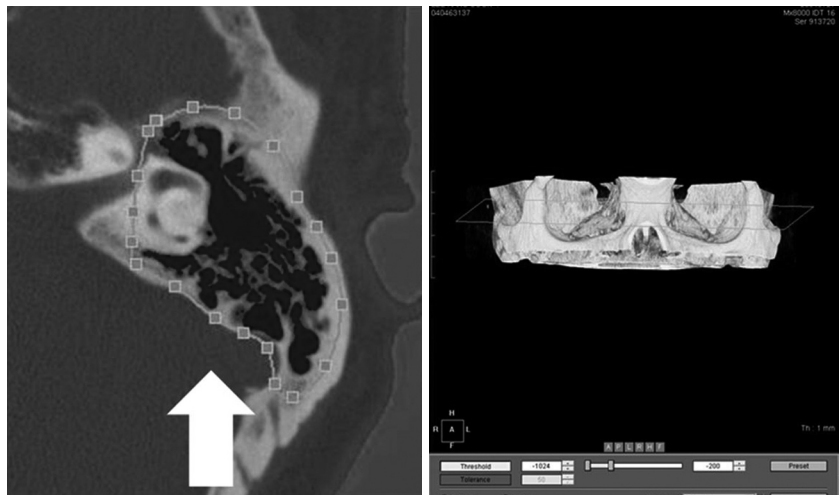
Measurement of mastoid pneumatization area using Rapidia® program. Following reconstruction of the temporal bone CT images into 3-dimensional image, three successive images showing the lateral semicircular canal at center were searched. After selecting the area of the temporal bone and revising threshold range from -1024 HU to -200 HU, the area extent of mastoid pneumatization is measured. CT: computed tomography.
